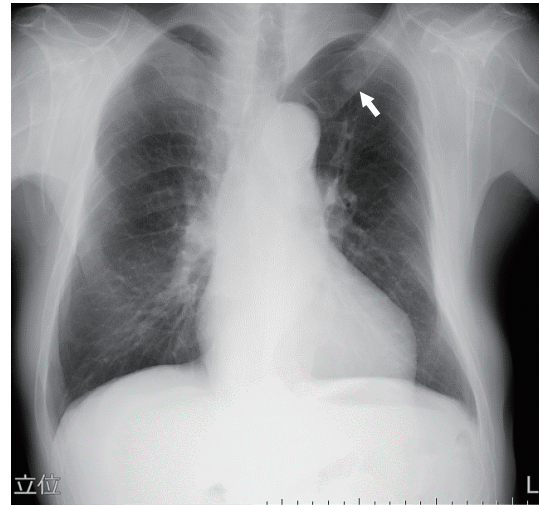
A chest radiograph shows a 15-mm mass shadow in the left upper lung field.
